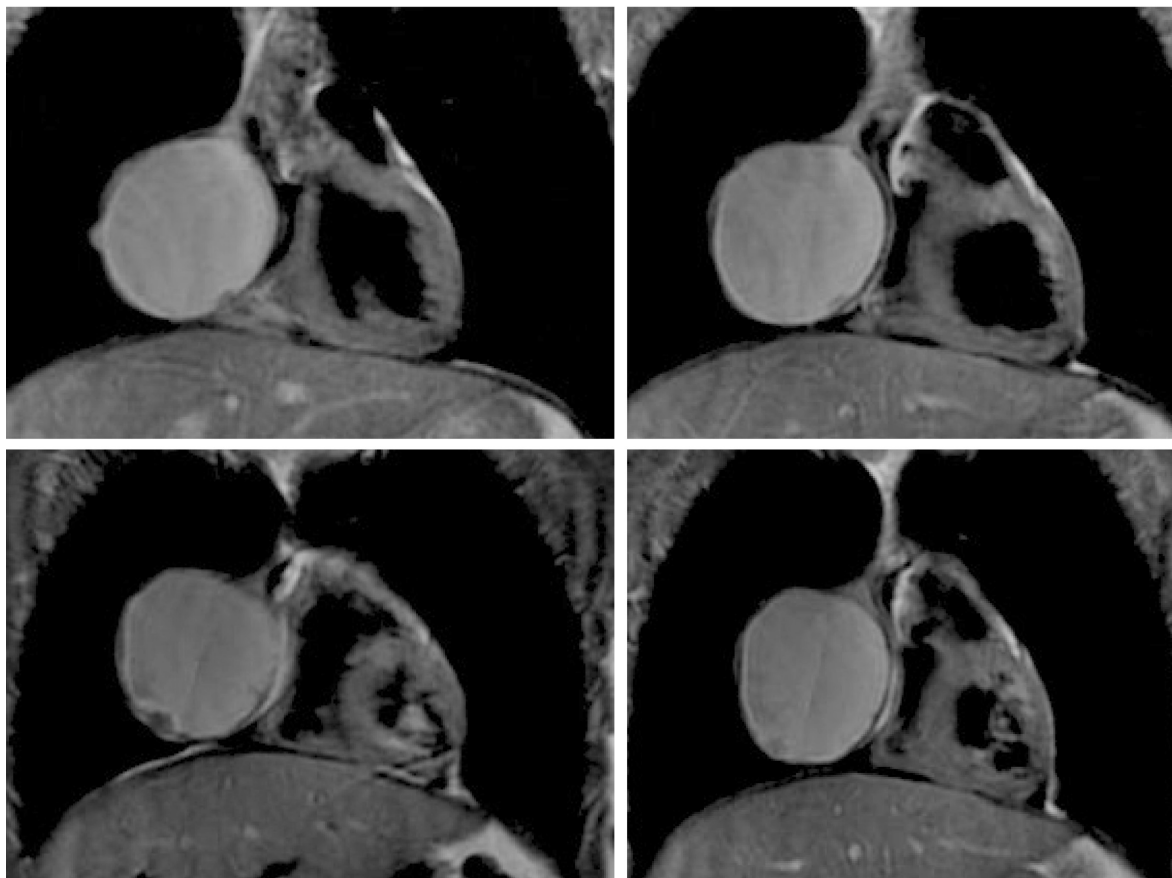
Серия МР томограмм сердца в коронарной проекции выполненных в последовательности Triple IR с эффектом жироподавления. Округлое образование справа от сердца имеет содержимое без снижения сигнала.
